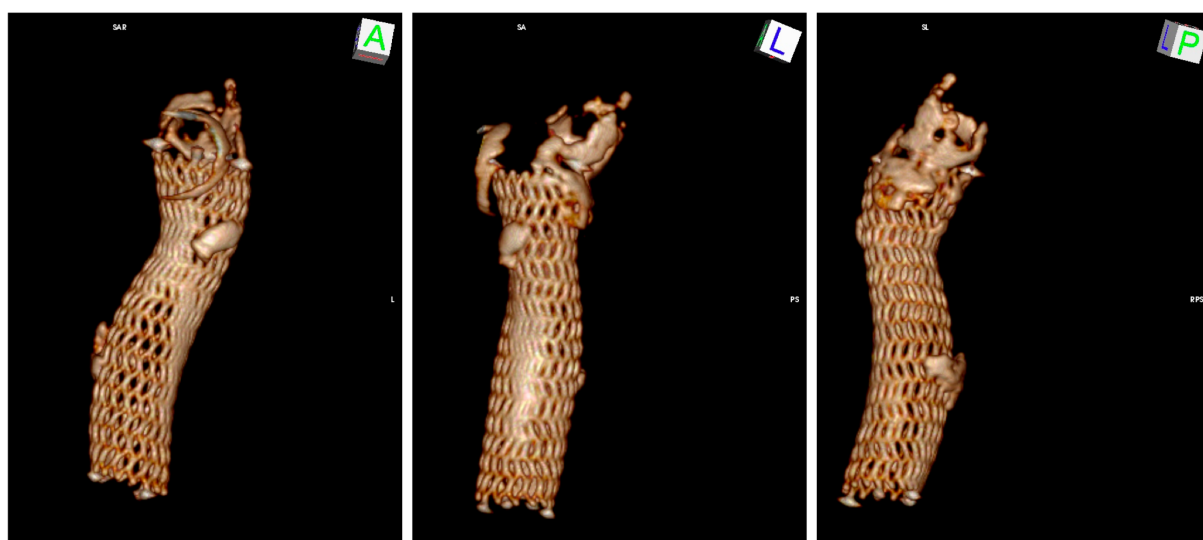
Regelrechte Darstellung eines Sinus XL Stent mittels dreidimensionaler Rekonstruktion hochauflösender CT-Daten nach erfolgreicher Rekonstruktion einer adulten Aortenisthmusstenose
